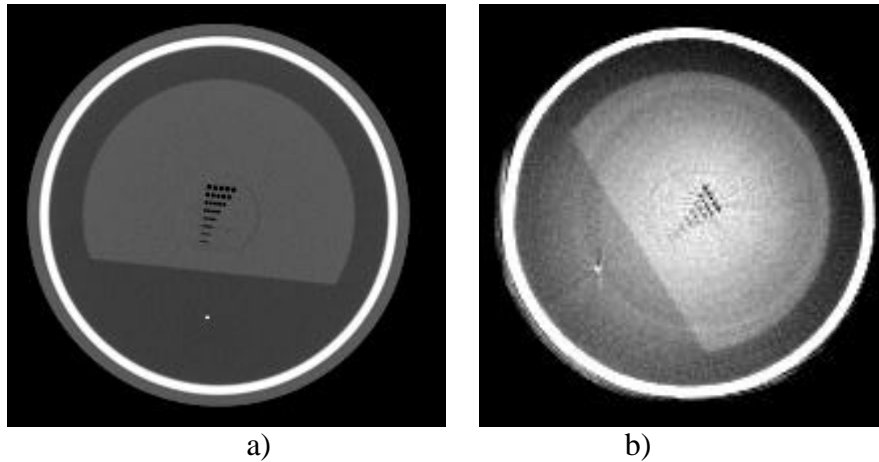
Sección de resolución espacial del maniquí AAPM obtenido con un TC diagnóstico (a) y con el Simulador-TC (b).
